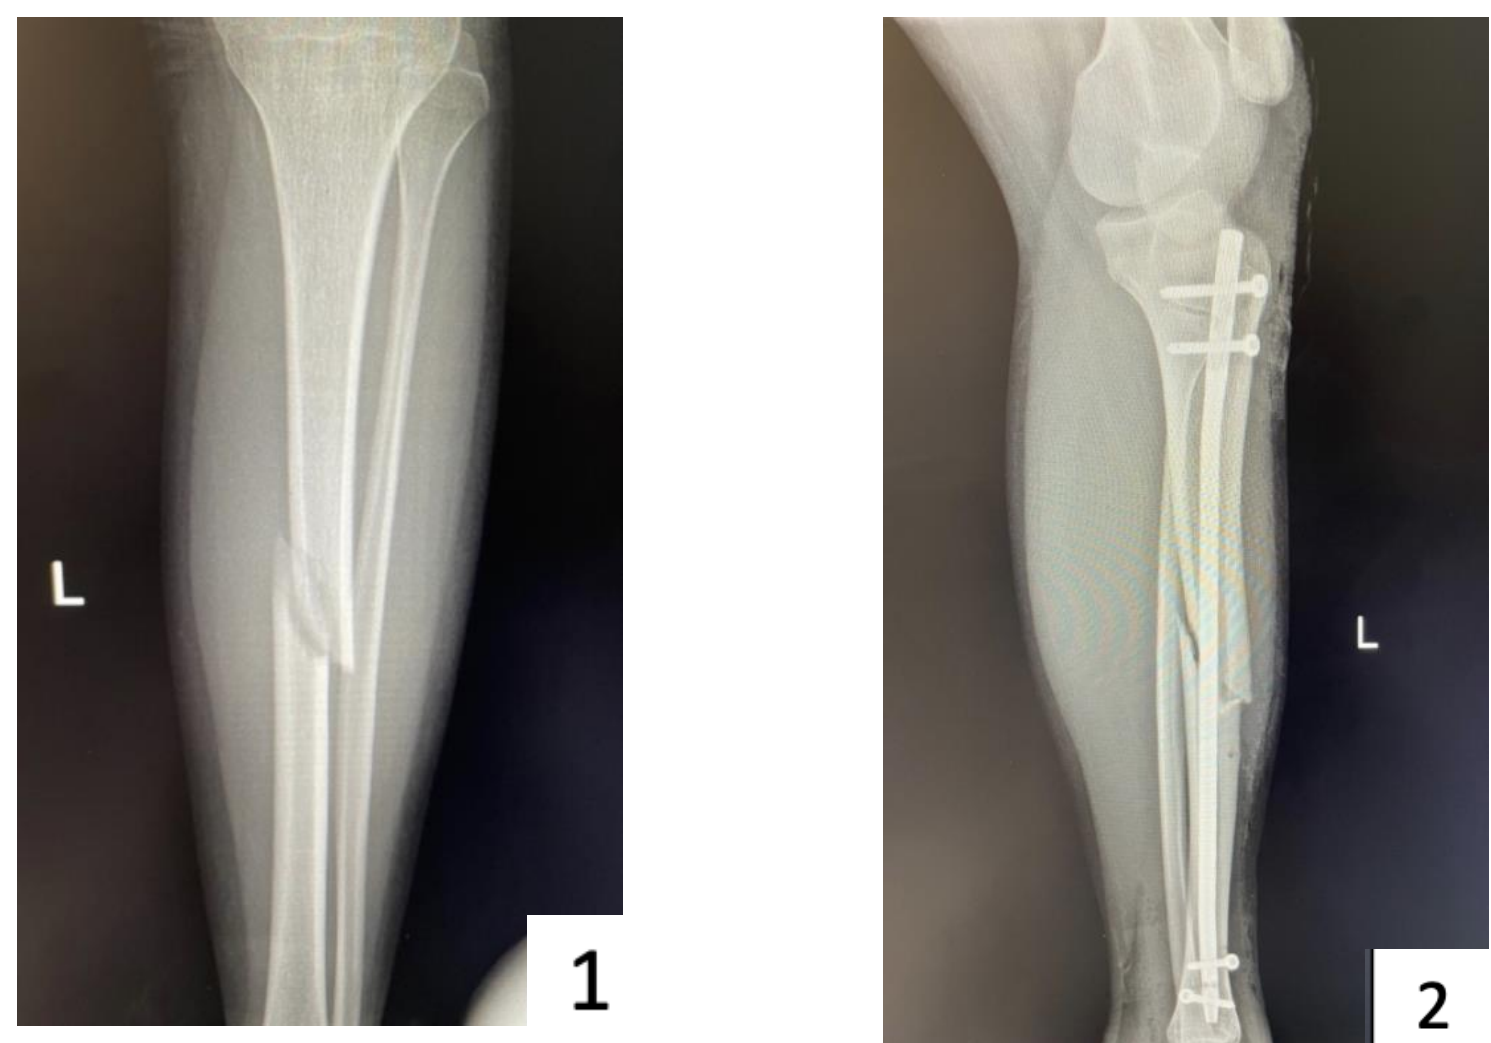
Radiografía con fractura patológica de 1/3 medio diafisaria tibia izquierda
